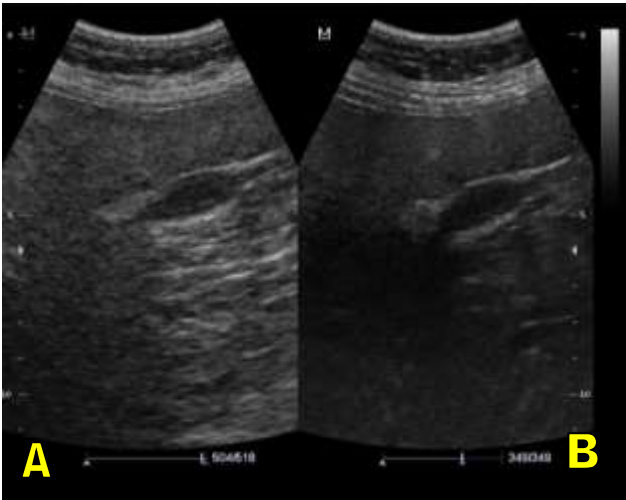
Hasil Citra USG KE Non THI (A), dan THI (B)
